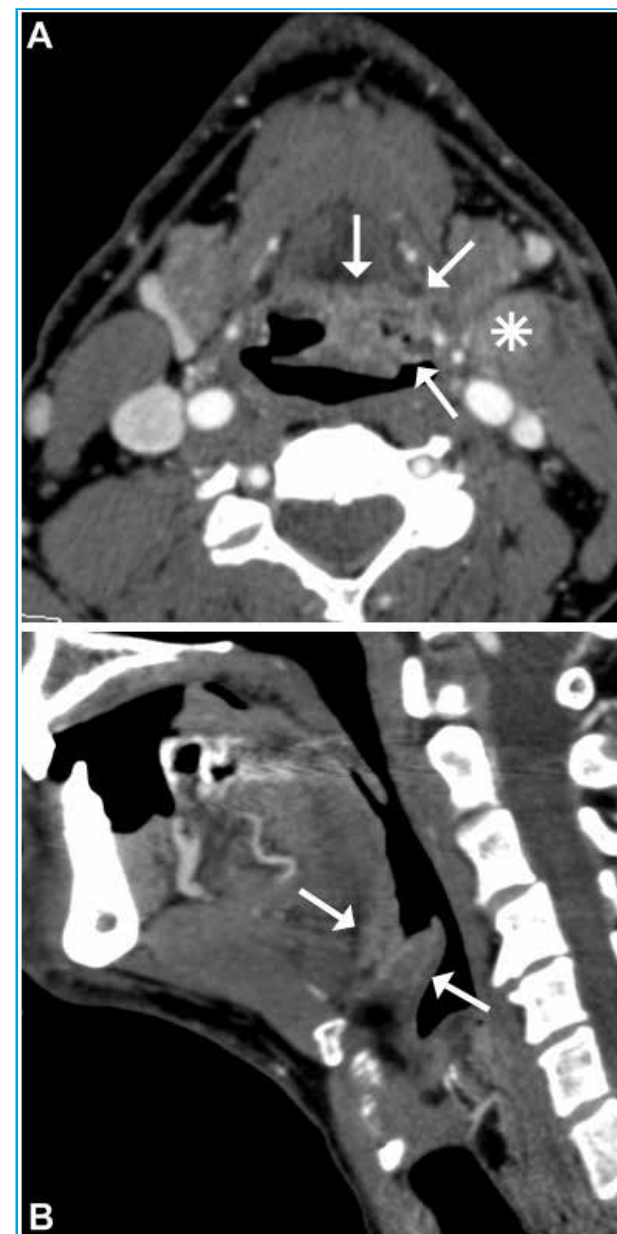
Mujer de 38 años de edad, que debuta con una adenopatía en nivel IIA izquierdo (estrella blanca), correspondiente a metástasis de carcinoma epidermoide de origen indeterminado en la exploración clínica (Figura 5A). La TC demostró una lesión sospechosa (flechas blancas), posteriormente confirmada mediante biopsia, en la vallécula glosopiglotica ipsilateral (Figuras 5A y 5B).
